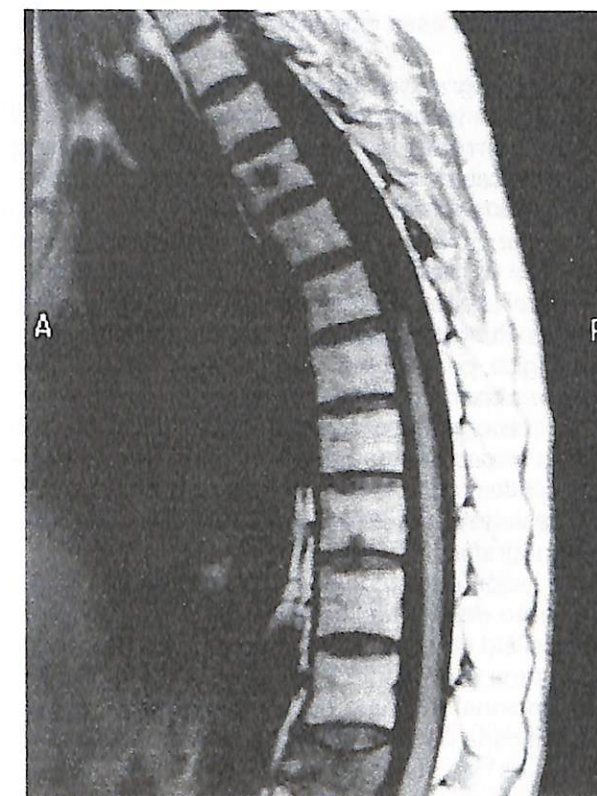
MRI vertebral confirmó la existencia de una lesión localizada en el cuerpo vertebral de D12, hipointensa en T1 y T2, así como otra pequeña lesión en raquis dorsal superior (D4).
